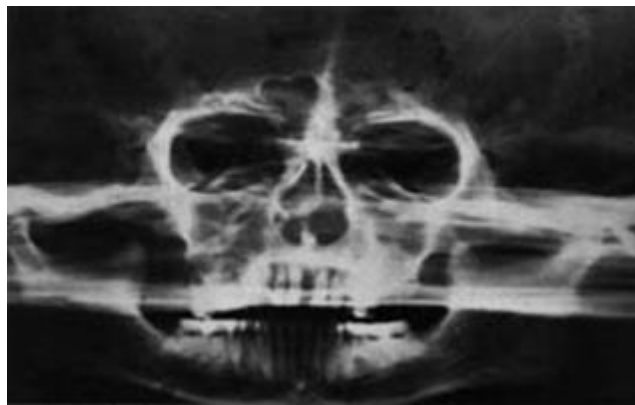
Radiografía semicraneal obtenida con el método extraoral parabólico.²
